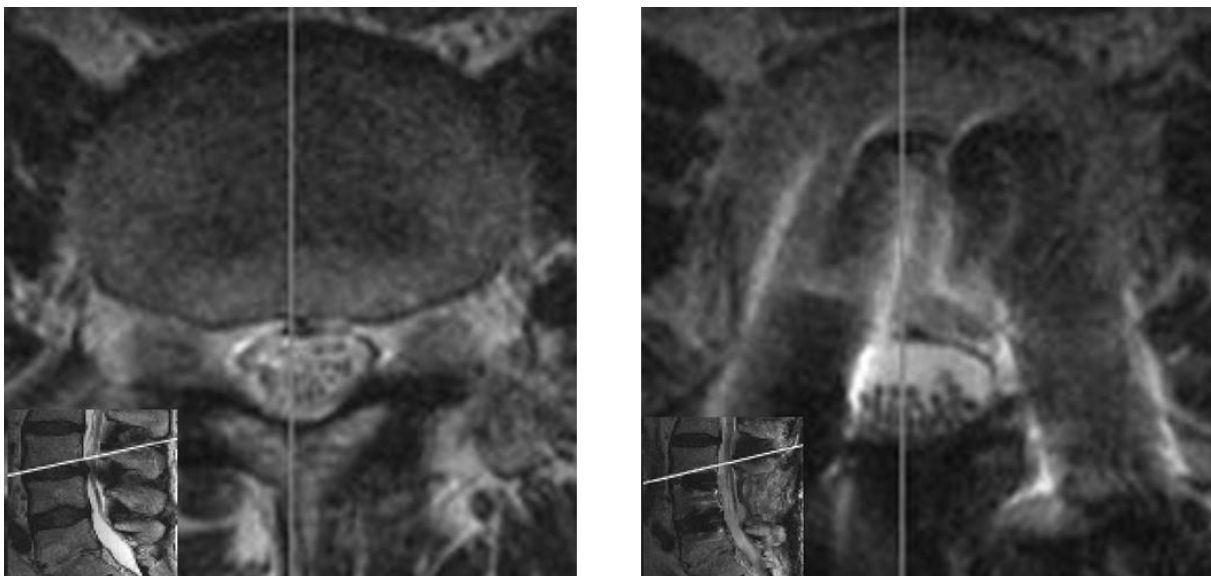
T2-gewichtete MRT-Aufnahme eines präoperativ positiven (links) und eines postoperativ negativen SedSigns (rechts); die Evaluation des SedSigns wird durch die sichtbaren Artefakte der Instrumentation kaum eingeschränkt
